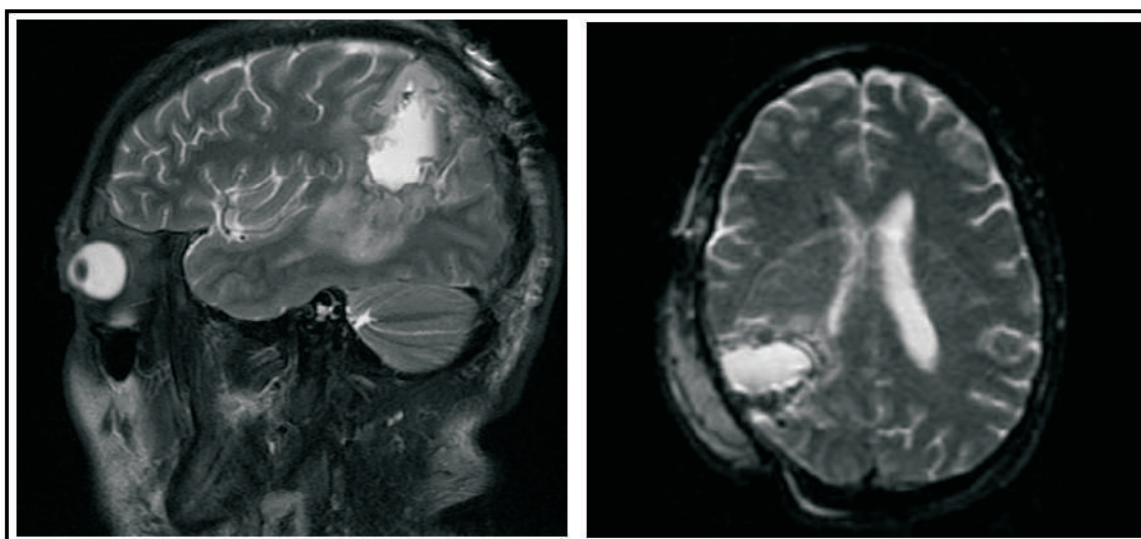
RM cerebral postquirúrgica: Pequeña colección extraaxial laminar parieto-occipital derecha de 2 mm de espesor hiperintensa en T1 e isointensa en T2 en relación con hematoma subdural subagudo. Existe menor colapso del ventrículo lateral derecho y mínima desviación de la línea media de 1 mm.
